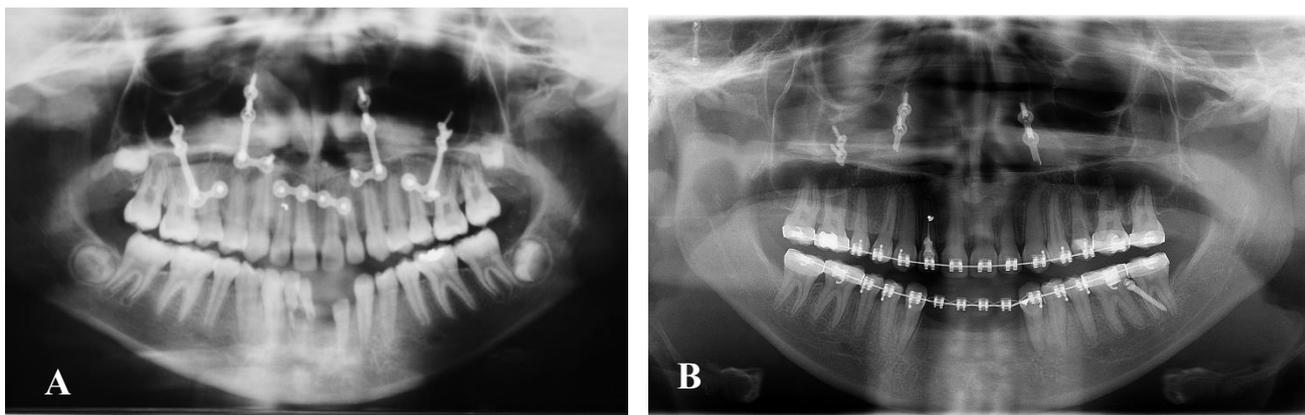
A: Radiografia panorâmica inicial mostrando 5 placas de titânio usadas no tratamento das fraturas de maxila. B- Radiografia panorâmica após tentativa de remoção das placas.
